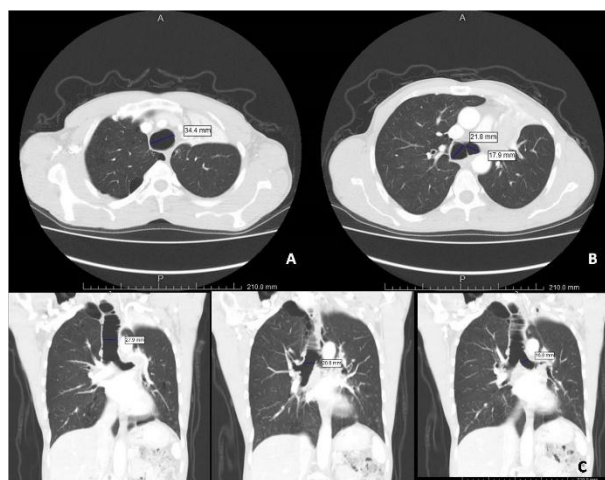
Thorax CT shows tracheobronchomegaly.
